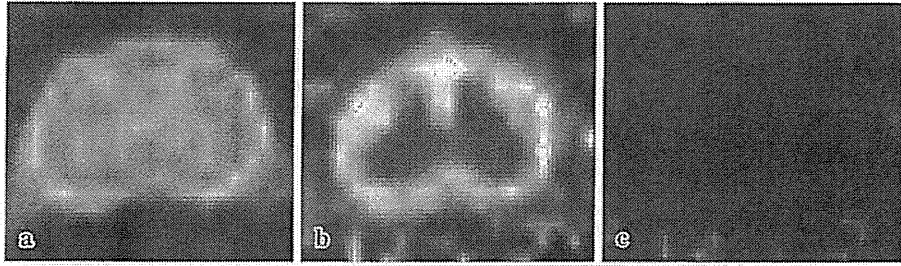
マーモセット脊髄における従来のMRIと拡散テンソルMRI
